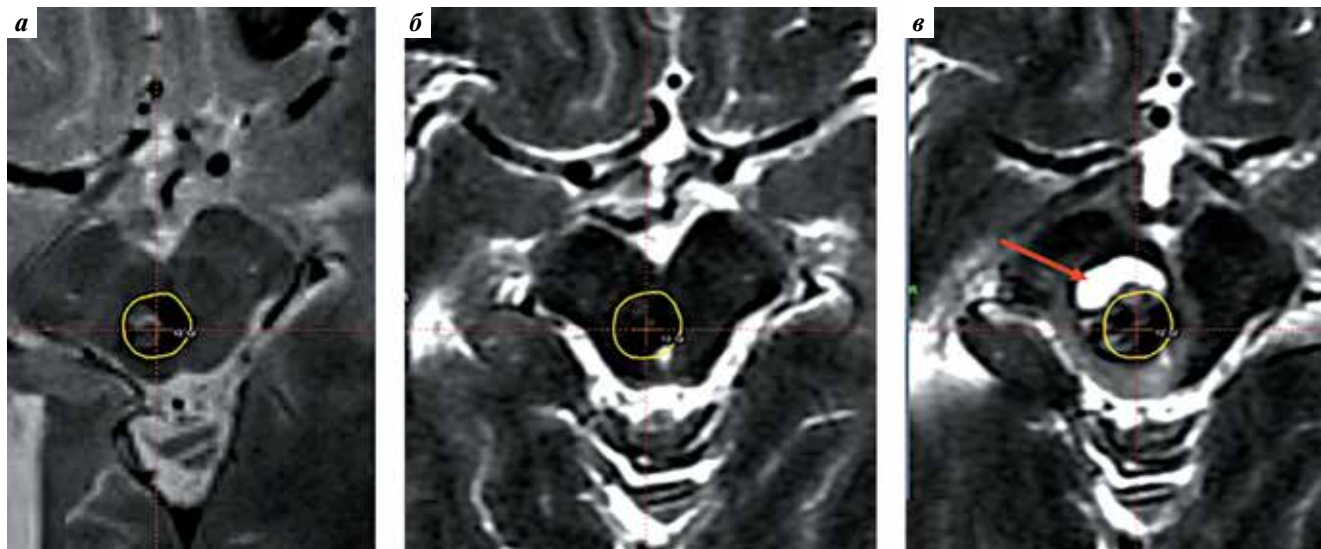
Магнитно-резонансная томография пациентки X., аксиальные срезы: а – до радиохирургического лечения; б – через 6 мес: снижение плотности ядра кавернозной мальформации; в – после кровоизлияния: образование внеочаговой гематомы (стрелка). Краевая изодоза, соответствующая контуру мишени облучения, обозначена желтым
